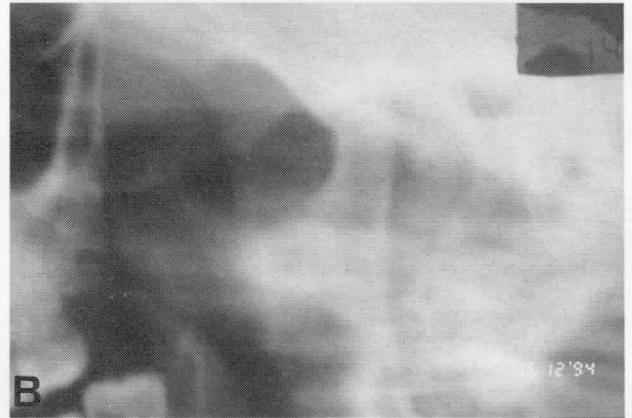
La ortopantomografía muestra un contorno irregular de los cóndilos de ambas articulaciones temporomandibulares, más acusado en la ATM derecha en nuestro caso. A: ATM derecha. B: ATM izquierda.
